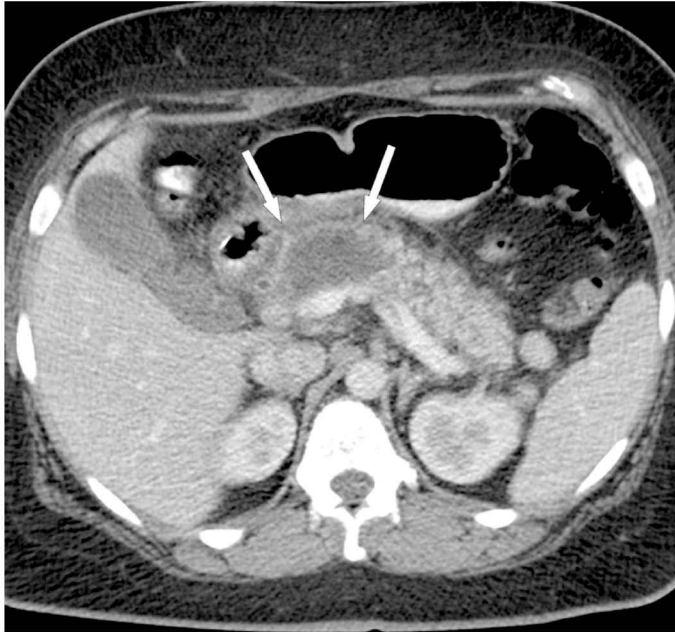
Imagem por TC com contraste mostrando um caso de pancreatite necrosante. A área não realçada pelo contraste (indicada pelas setas) representa a necrose no colo e no corpo do pâncreas. Esta imagem foi obtida na Referência 1.
